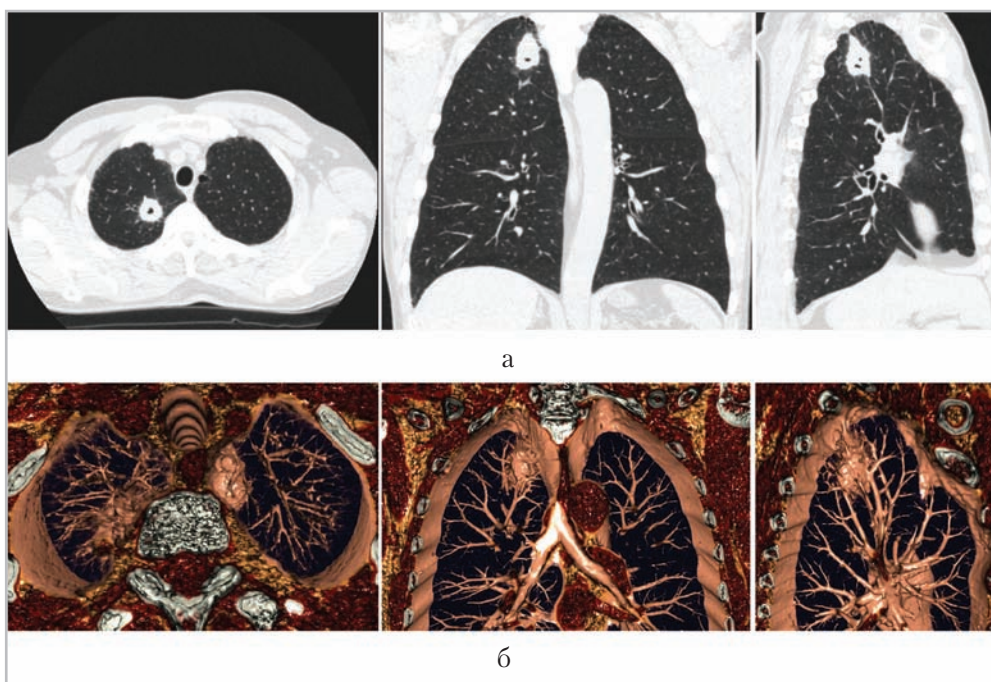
Компьютерные томограммы. Трансверзальный срез и МПР органов грудной полости (а), 3D-реконструкции (б) больного 62 лет. Туберкулома с распадом в 1-м сегменте верхней доли правого легкого
